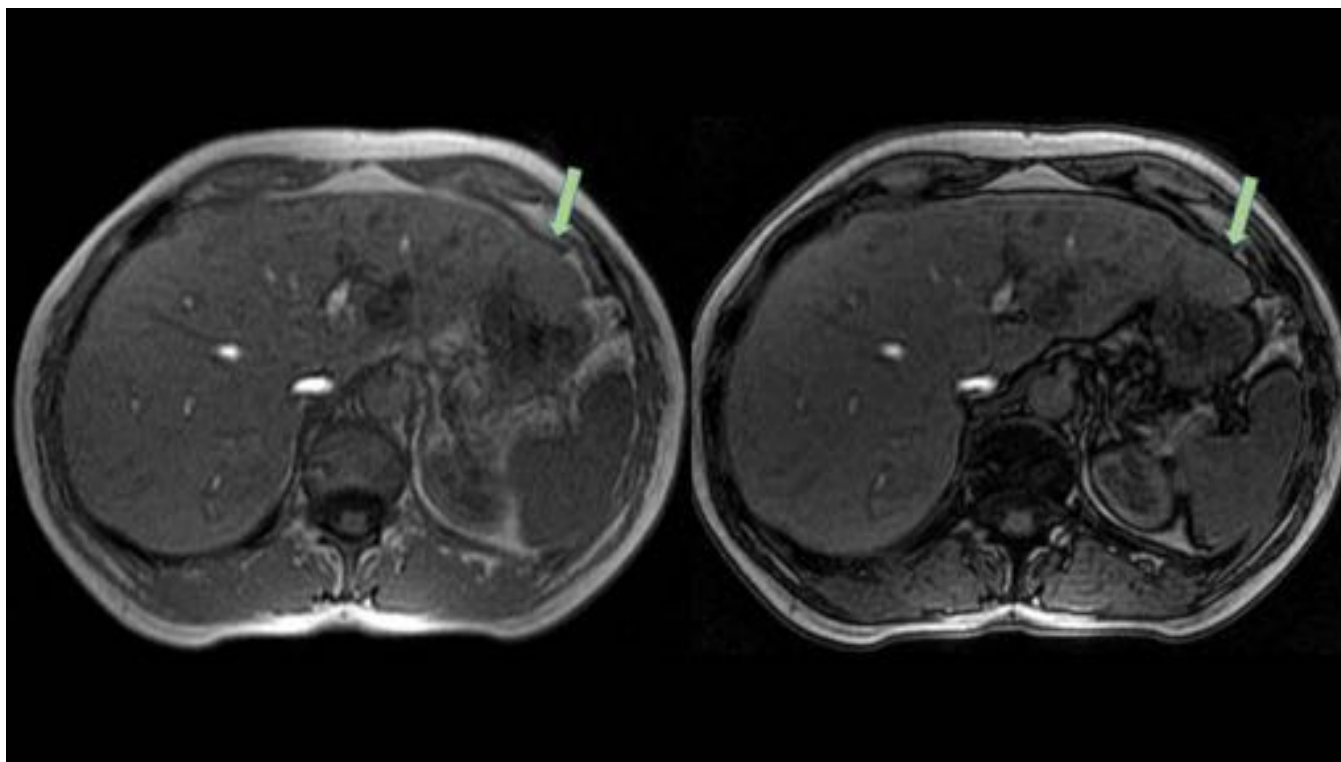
RM hepática T1 en fase y T1 en fuera de fase. Se aprecia una lesión en segmento II (flechas verdes) isointensa que en la secuencia en fase opuesta no muestra disminución de la intensidad de señal.
